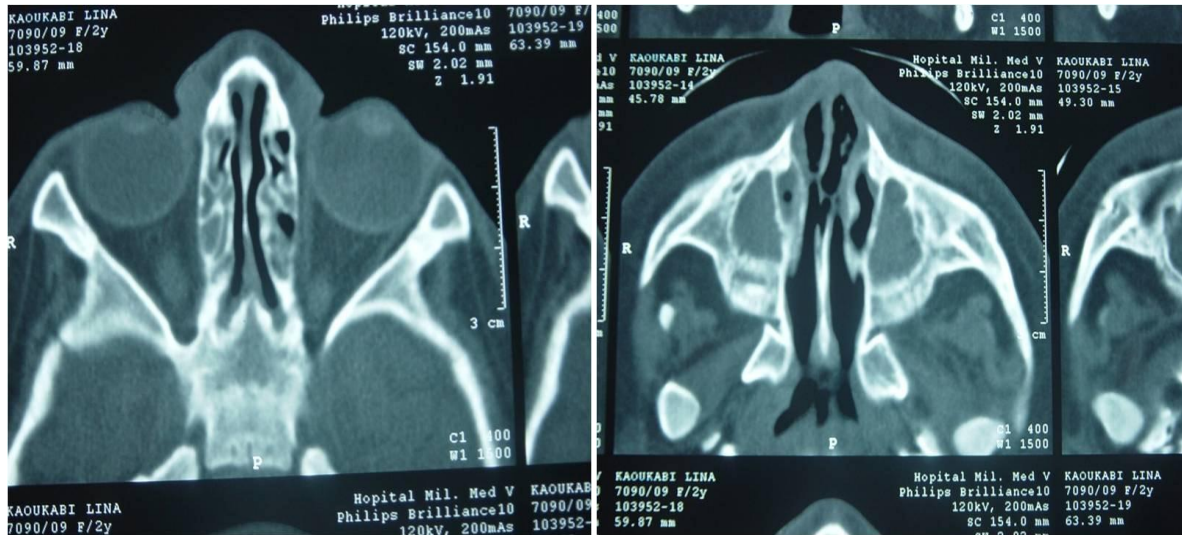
TDM du massif facial: sinusite ethmoïdo-maxillaire bilatérale (HMIM V) [141] .
